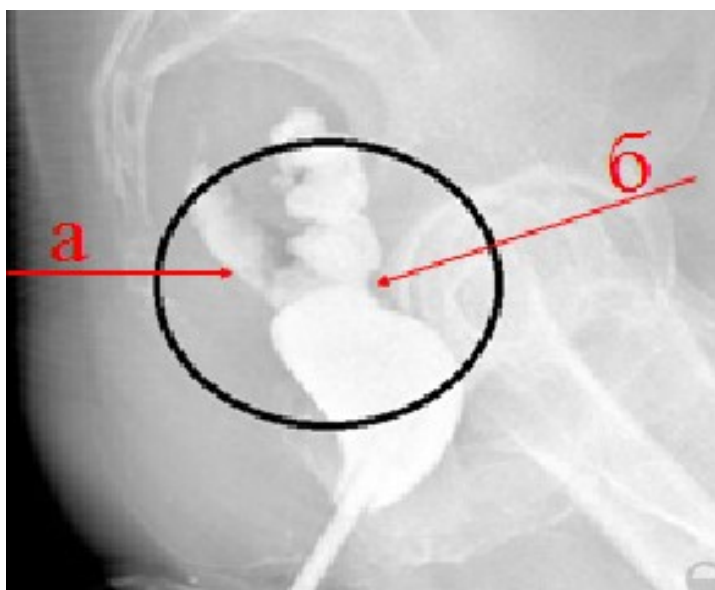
Рентгенограмма органов малого таза: пациентка Д. 70 лет ИБ №8616/17, при рентгенконтрастном исследовании: а – затек в пресакральном пространстве, б – колоректальный анастомоз.
